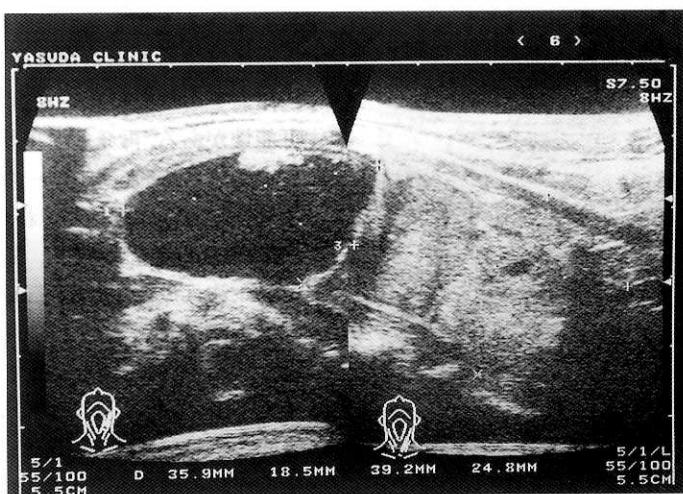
超音波像：左葉下極に $3.9 \times 2.7 \times 2.5$  cm の前回より大きくなった腺腫様甲状腺腫とその頭側に $3.6 \times 2.9 \times 1.9$  cm の嚢胞を認める
